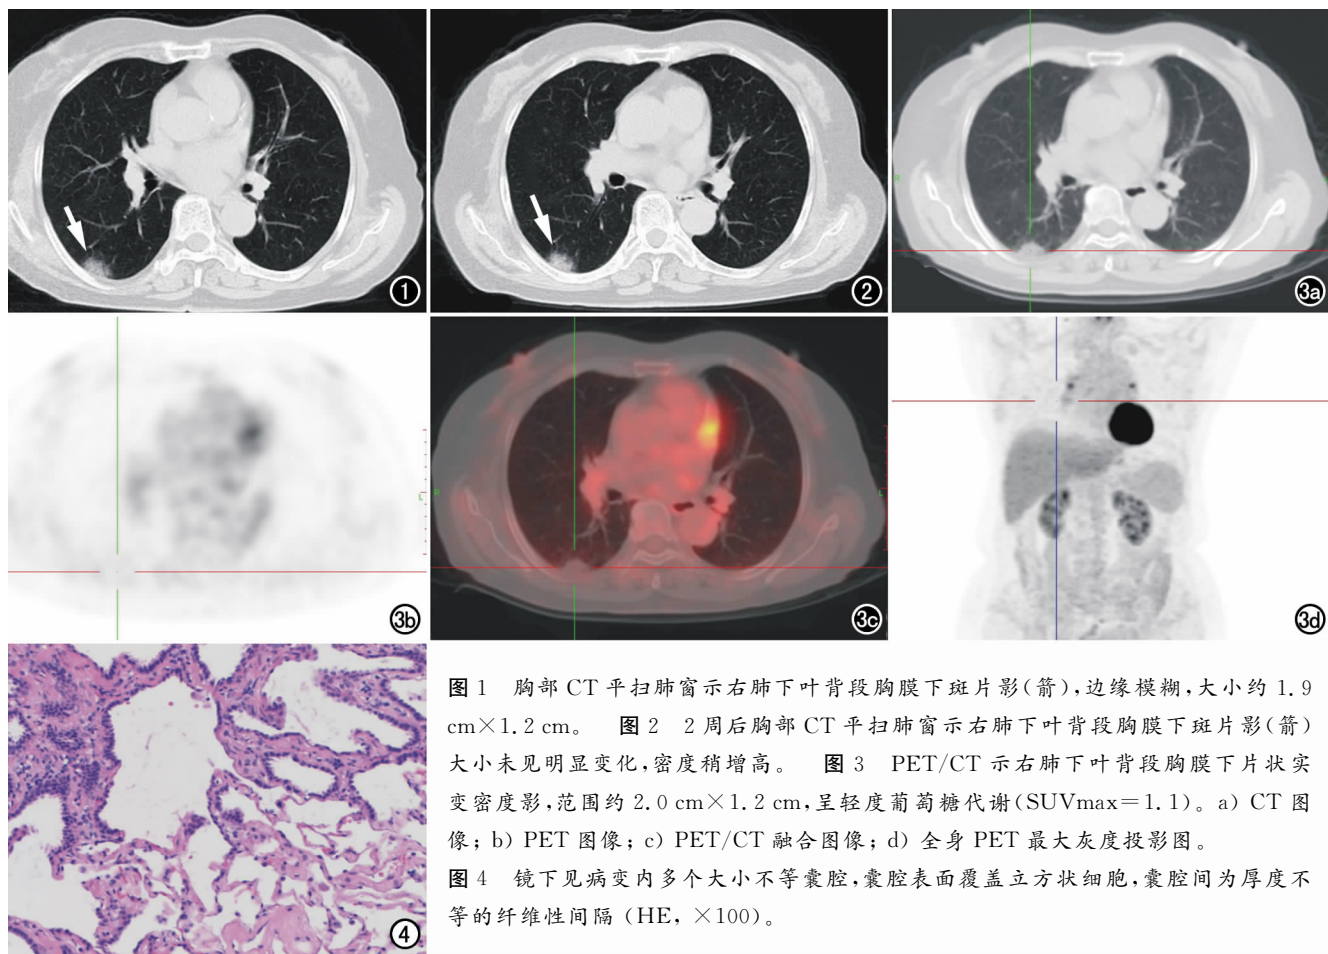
胸部CT平扫肺窗示右肺下叶背段胸膜下斑片影(箭),边缘模糊,大小约1.9 cm×1.2 cm。图2 2周后胸部CT平扫肺窗示右肺下叶背段胸膜下斑片影(箭)大小未见明显变化,密度稍增高。图3 PET/CT示右肺下叶背段胸膜下片状实变密度影,范围约2.0 cm×1.2 cm,呈轻度葡萄糖代谢(SUVmax=1.1)。a) CT图像;b) PET图像;c) PET/CT融合图像;d) 全身PET最大灰度投影图。
